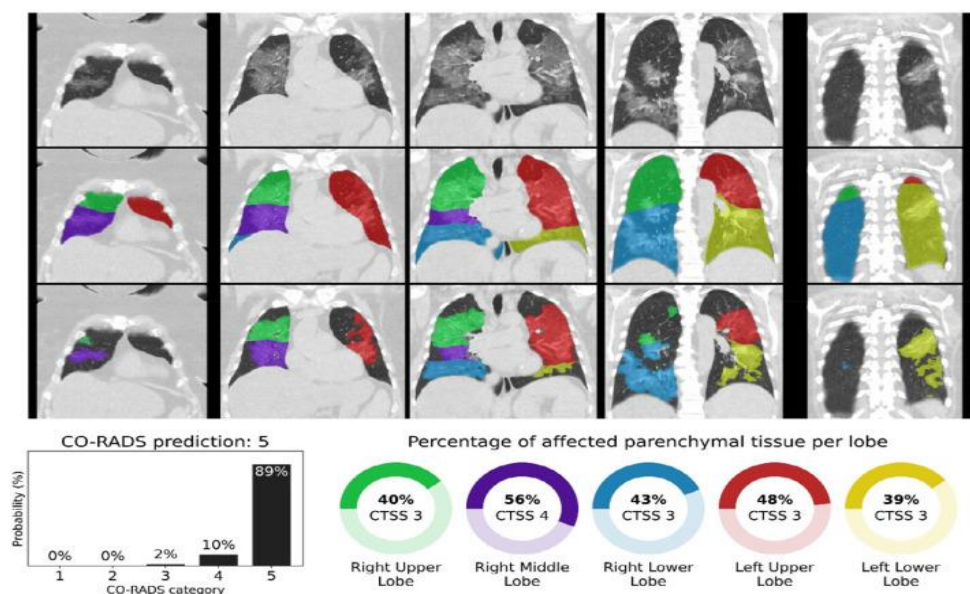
Radiološki prikaz prsnog koša covid pacijenta RTG snimkama, CT aksijalnim i koronarnim presjekom, te njihova sinteza uz korištenje CAD softvera umjetne inteligencije. (72)
